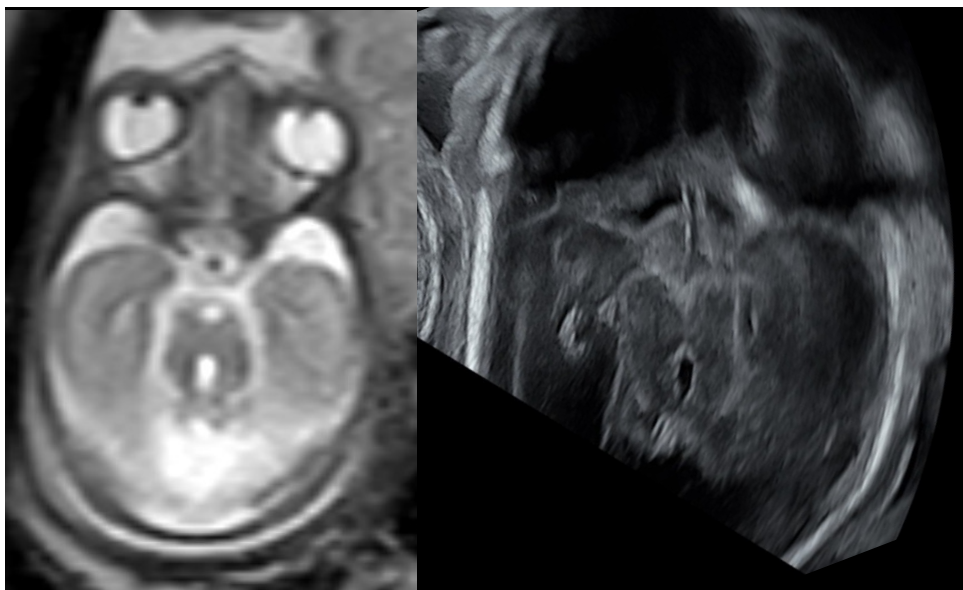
Das Molar Tooth Sign (MTS) im 2. Schwangerschaftsdrittel im fetalen MRI (links) und in der fetalen Neurosonographie (rechts). Der geschlossene Pfeil weist auf die tiefe fossa interpeduncularis, die offenen Pfeile auf die verlängerten und verdickten Kleinhirnstiele
